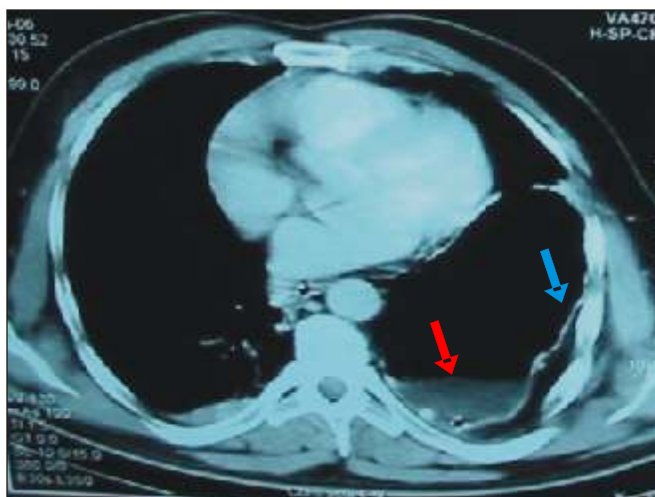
TC de tórax helicoidal com contraste via intravenosa em paciente vítima de acidente automotor, demonstrando HDT com estômago no interior do hemitórax à E.
